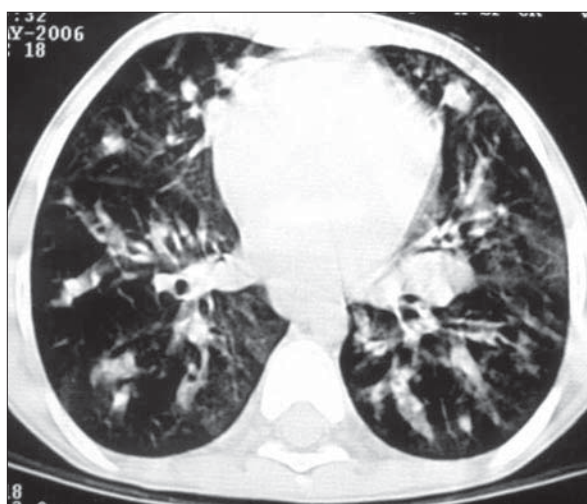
Fibroză chistică pulmonară. CT de torace, secțiune axială. Îngroșarea pereților bronșici. Interstițiu pulmonar accentuat. Aspect în mozaic. Câteva zone de enfizem. Supurație a lobului superior drept. Pneumopatie alveolară paramediastinală superioară stângă.
